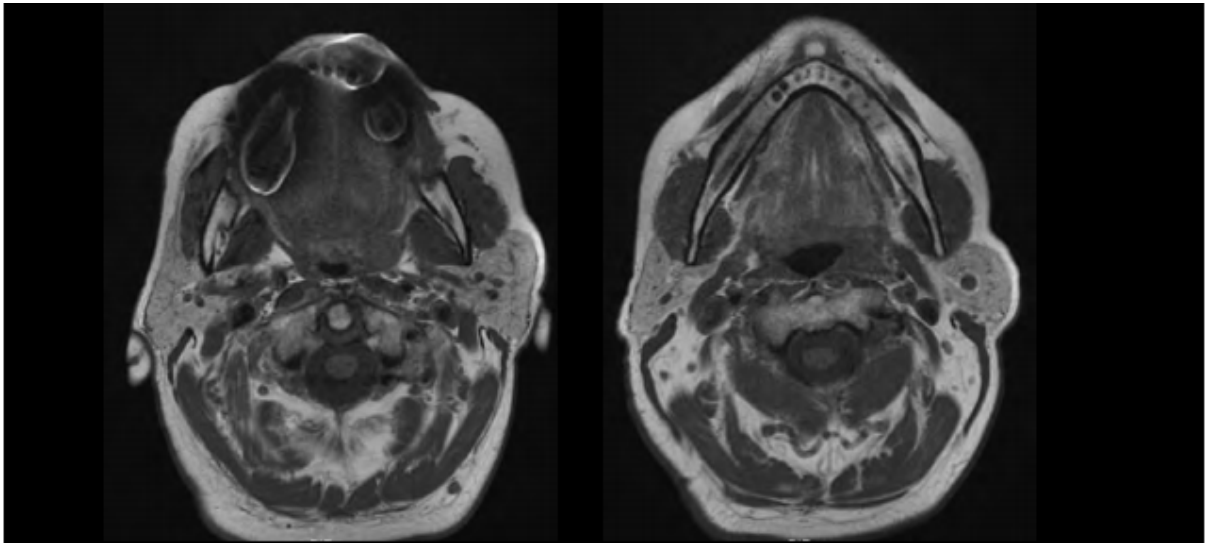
IRM en coupe axiale séquence pondérée T1 des glandes parotides, objectivant l'aspect normal (Grade 0).
